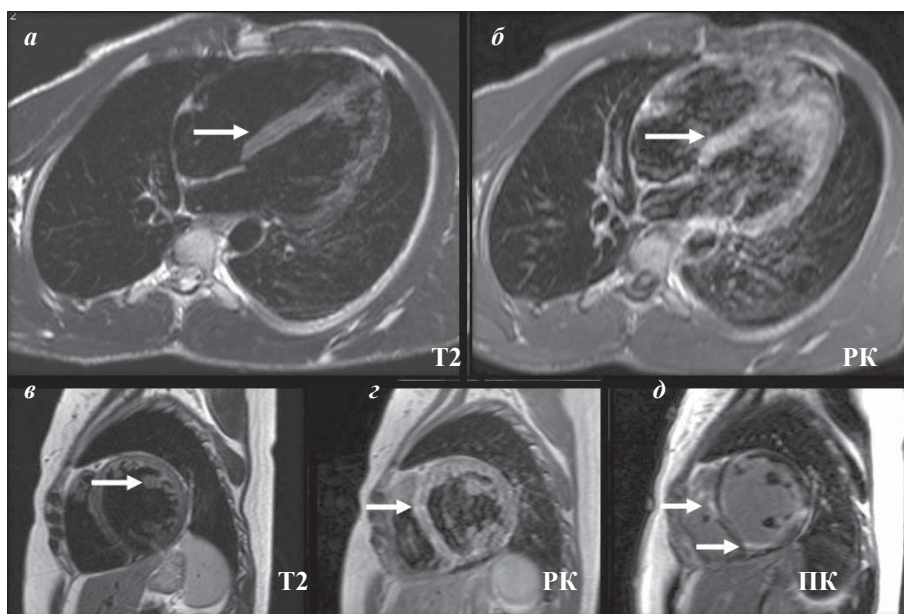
Изображения МРТ: а, б - пациент группы «блокады» с сочетанием двух МР-критериев воспаления - отека (а - стрелками обозначена зона отека в межжелудочковой перегородке) и раннего контрастирования (б - стрелкой обозначена зона РК в межжелудочковой перегородке); в, г, д - пациентка группы «КМП» с сочетанием трех МР-критериев воспаления - отека (в - стрелкой обозначена зона отека), раннего (г - стрелкой обозначена зона РК) и позднего контрастирования (д - зоны ПК указаны стрелками).
